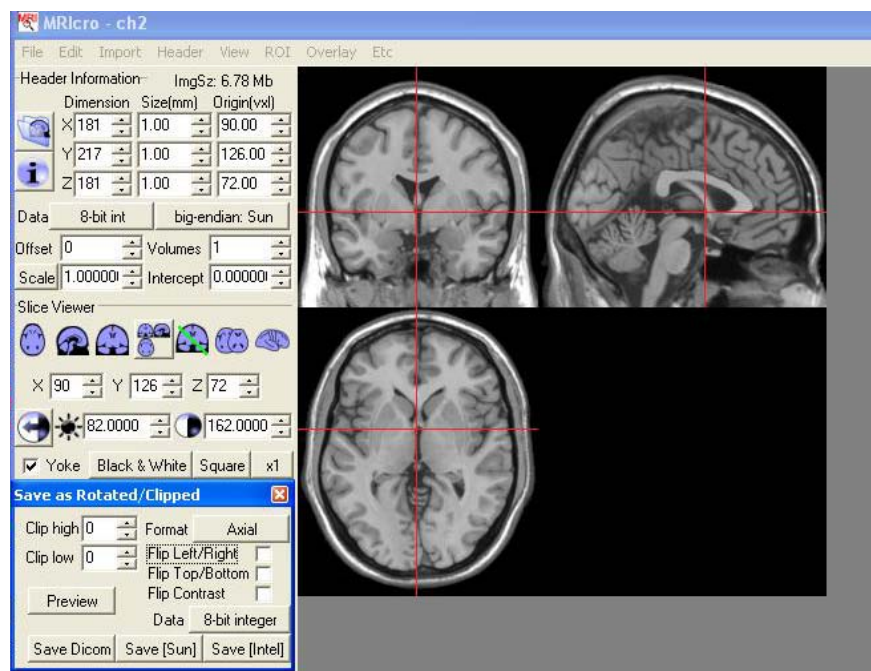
Ilustração do programa MRICro, mostrando uma imagem de ressonância magnética em três planos anatômicos (coronal, sagital e axial) e a definição do marco anatômico de origem na comissura anterior, pela intersecção das linhas vermelhas.
